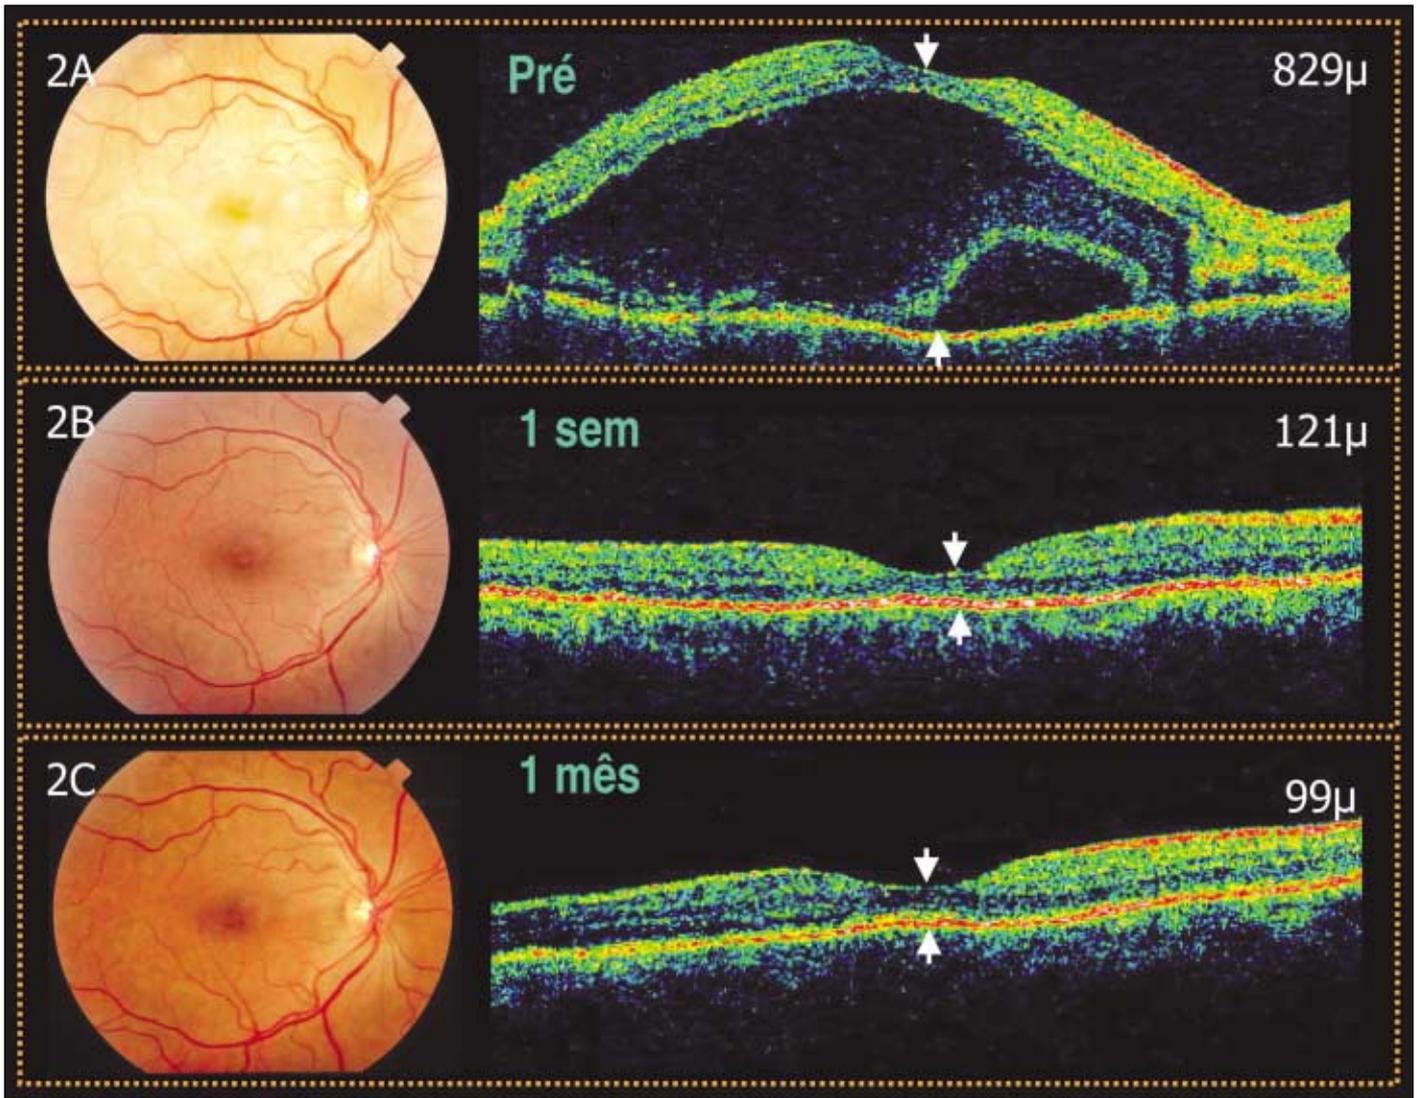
Paciente 4. (Olho Direito): Retinografia e o "scan" horizontal de 6,00 mm da tomografia de coerência óptica centrado na região foveal. 2A- (Pré-injeção) A retinografia revelou múltiplas áreas de descolamento seroso de retina. A tomografia de coerência óptica demonstrou o descolamento seroso de retina associado ao descolamento do epitélio pigmentado da retina e a espessamento intra-retiniano. A altura do descolamento seroso de retina medida no centro da região foveal foi de 829m. 2B- Uma semana após a injeção do acetato de triancinolona, a resolução completa do descolamento seroso de retina foi observada. A altura da retina medida no centro da região foveal foi de 121m. 2C- Após um mês da injeção, observa-se a recuperação total da anatomia retiniana normal. A altura da retina medida no centro da região foveal foi de 99m
